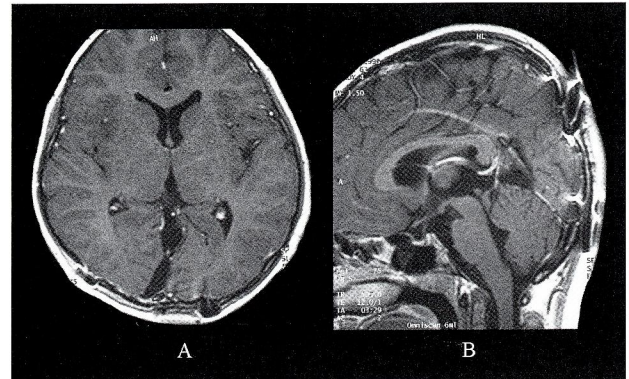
Postoperative contrast-enhanced MRI: The tumor has completely resected.
